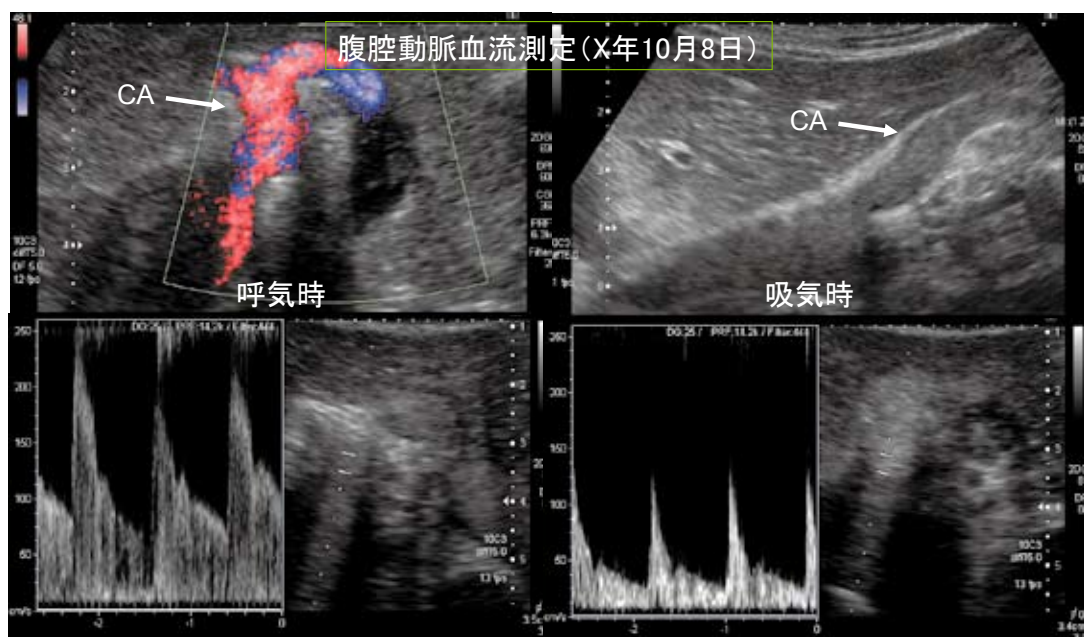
腹部超音波検査で確認した腹腔動脈 (CA) の呼吸性変位とパルスドプラを用いた血流測定結果
